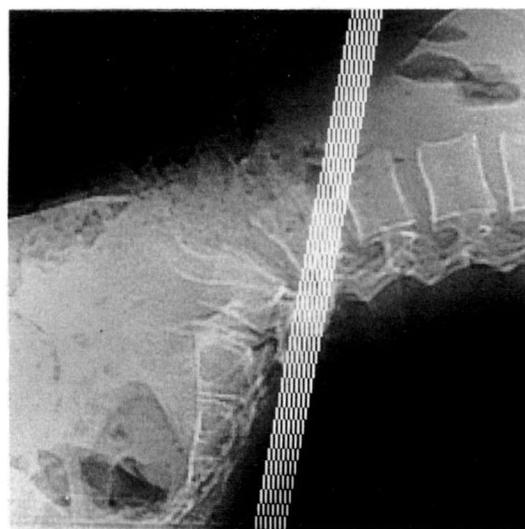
Interarticular scanning CT
